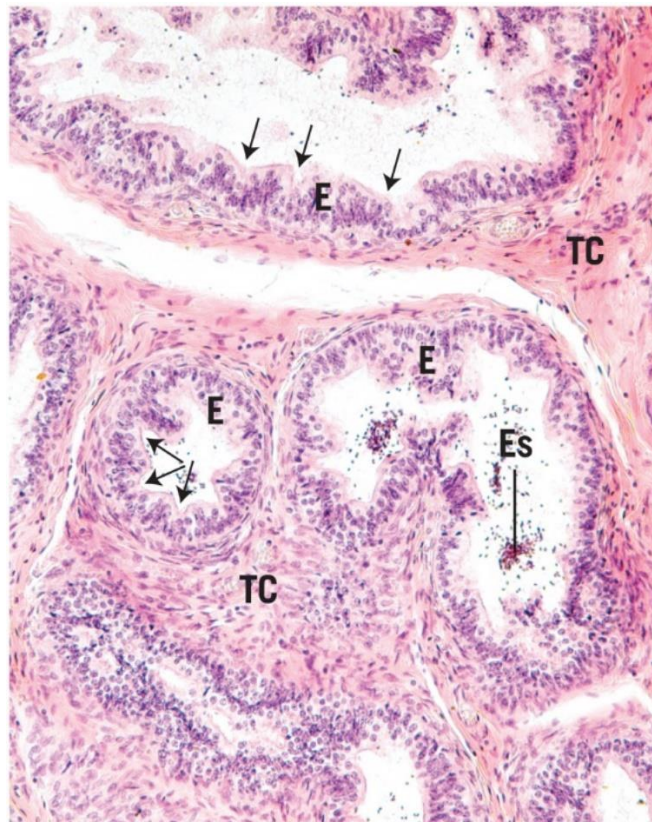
Los conductillos eferentes están cubiertos por un epitelio (E) simple, compuesto fundamentalmente de dos tipos de células, grupos de células cilíndricas ciliadas alternando con grupos de células cúbicas no ciliadas, con la presencia ocasional de células madre. Esta alteración en las formas de la célula es la responsable del aspecto festoneado (*flechas*) del epitelio. Las luces de los conductillos eferentes están ocupadas por espermatozoides (Es) suspendidos en un líquido sintetizado y secretado por las células de Sertoli del túbulo seminífero. Las paredes del tejido conjuntivo (TC) de los conductillos eferentes poseen fibras musculares lisas que, junto con los cilios de las células cilíndricas, propulsan los espermatozoides hacia el epidídimo ($\times 132$).
